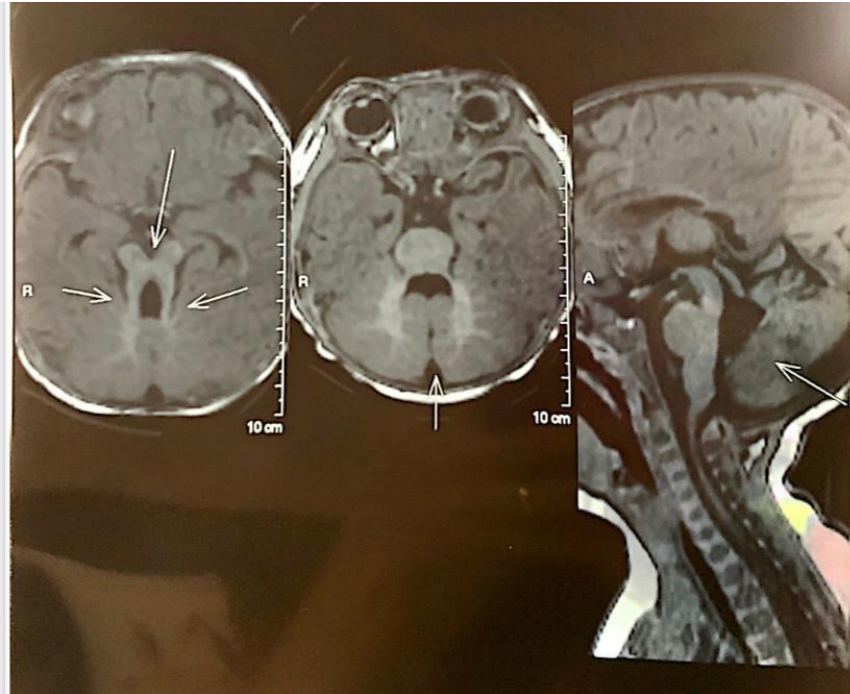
Imagem do exame ressonância magnética do encéfalo, evidenciando o Sinal do Dente Molar na Síndrome de Joubert.
